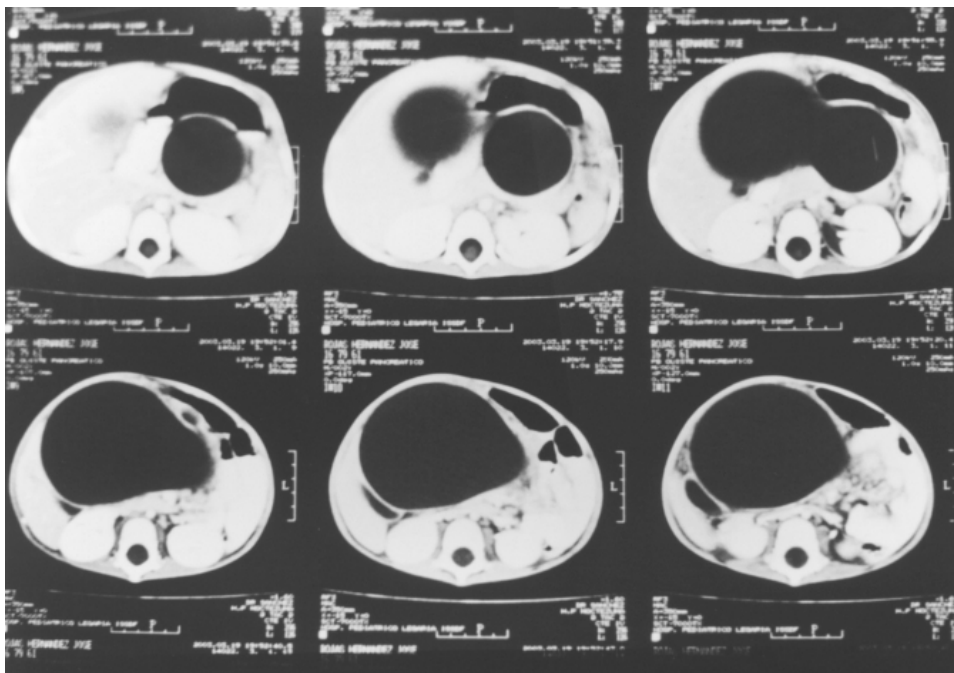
Nótese en este estudio por tomografía axial computada cómo resalta una cavidad en forma de “reloj de arena”, típica de un pseudoquistes del páncreas.
